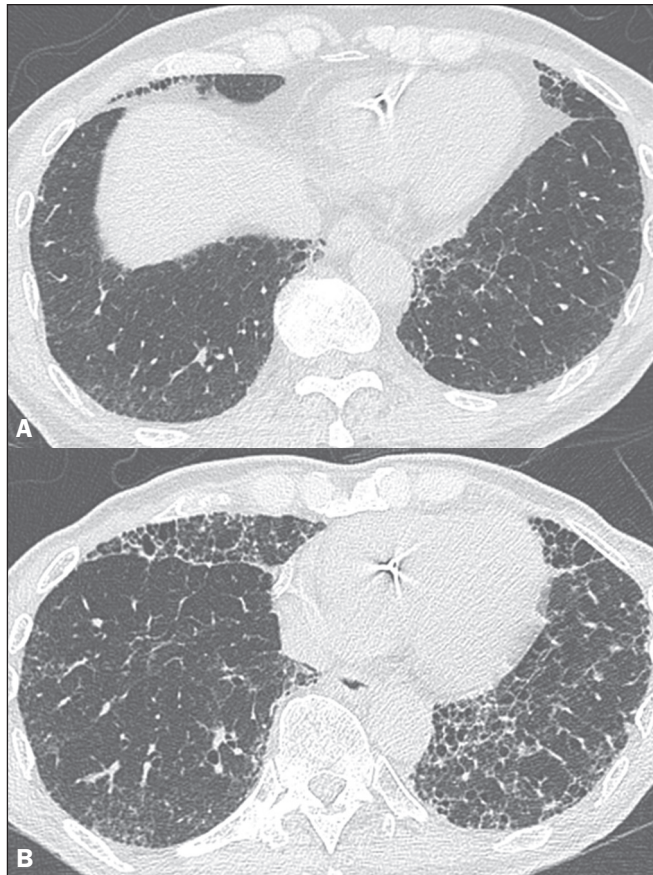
Evolução de API subpleural fibrótica em cinco anos. A: TC de tórax mostra opacidades reticulares associadas a bronquiolectasias de tração na periferia dos pulmões. B: Após cinco anos, a TC de tórax mostra progressão da API com aumento da fibrose e surgimento de cistos de faveolamento e distorção arquitetural.
